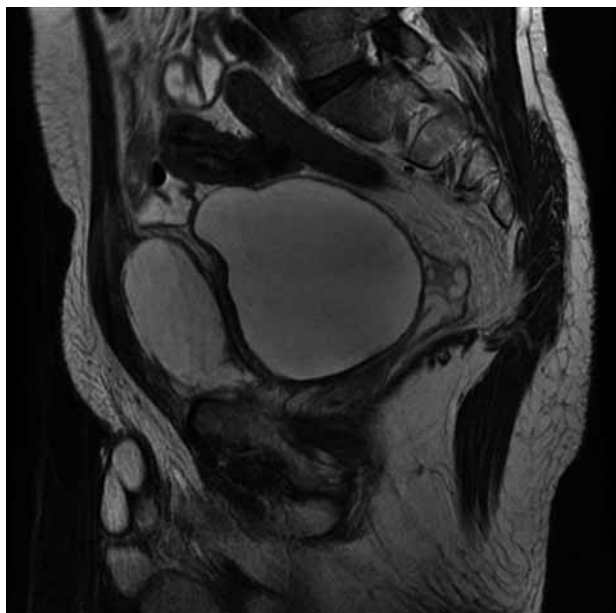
RMN (T2) que demuestra colección perivesical anterior en corte sagital.
